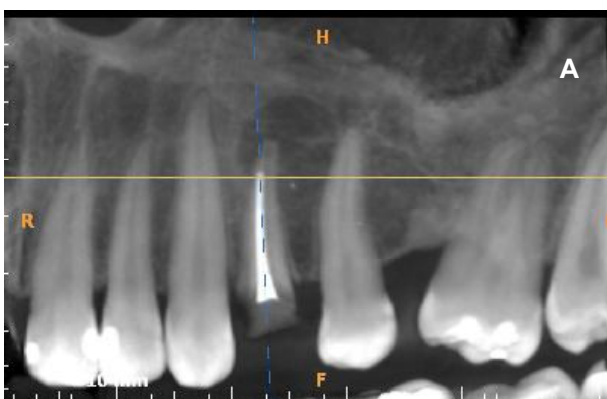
Tomografia computadorizada: 2.a: Tratamento endodôntico parcial; 2.b: Área hipodensa perirradicular com rompimento da cortical vestibular.
